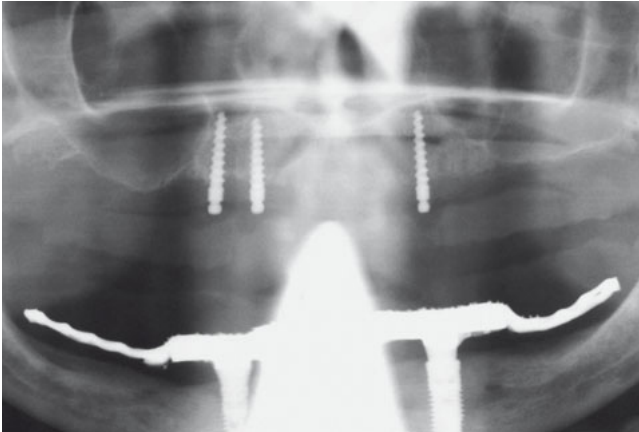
Röntgenkontrolle der mit angulierten Implantaten verankerten Extensionsbrücken (fast & fixed, bredent medical, Senden).
